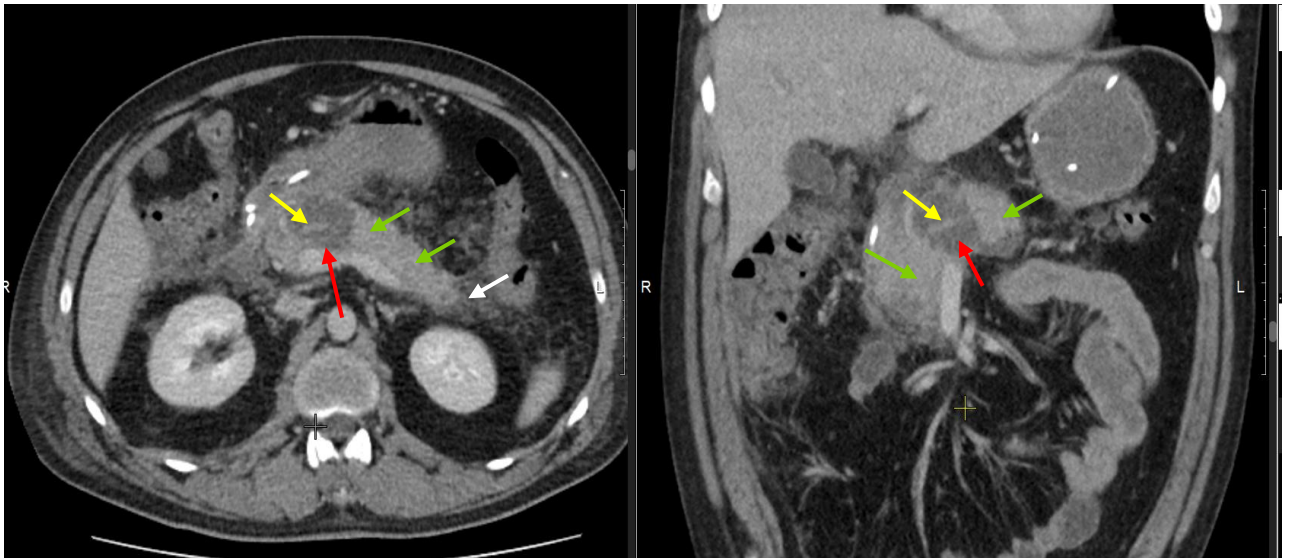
Компьютерная томограмма на 8 сутки болезни (а), 20 сутки (б) Венозная фаза, аксиальная проекция. 1 тип конфигурации некроза с полным поперечным некрозом паренхимы ПЖ в области шейки (красные стрелки), жизнеспособная паренхима, расположенная дистальнее некроза (зеленые стрелки), Стент ППЖ, проведенный за зону поперечного некроза (желтая стрелка)
